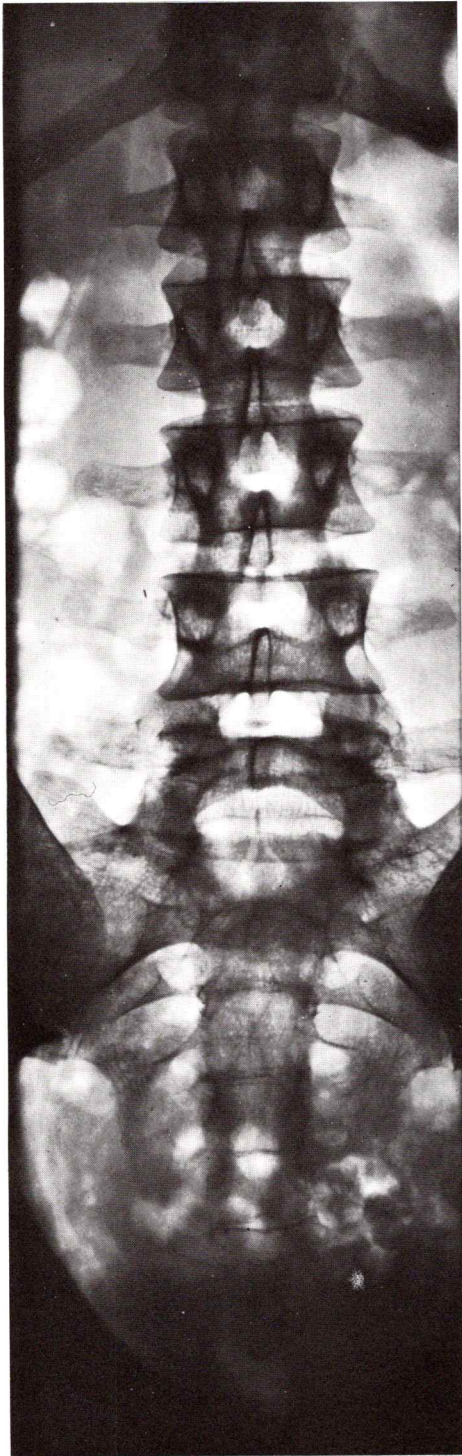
Radiografía del raquis lumbar y del sacro, proyección frontal.
